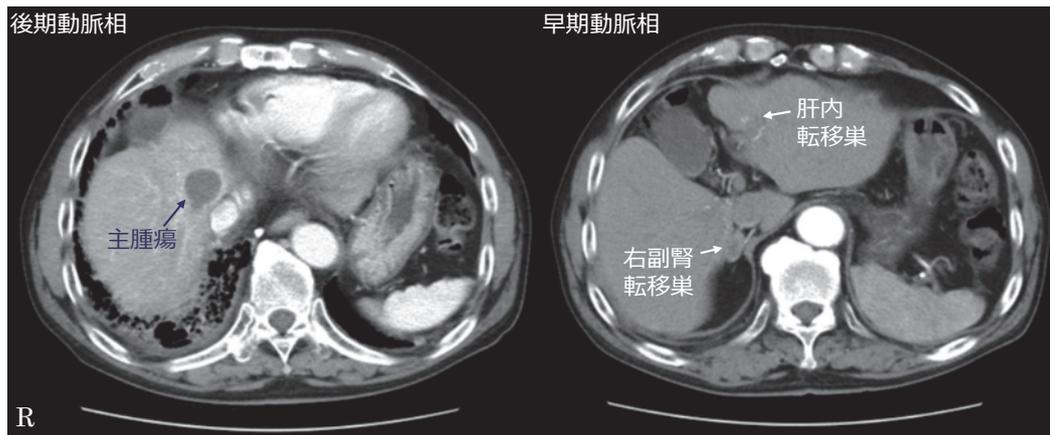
放射線治療開始から8か月後の造影CT検査（症例3）：主腫瘍が造影効果の無い嚢胞状病変に変化している。肝S3領域の肝内転移巣および右副腎の転移巣は縮小している。右肺底部に線維化と浸潤影を認める。
